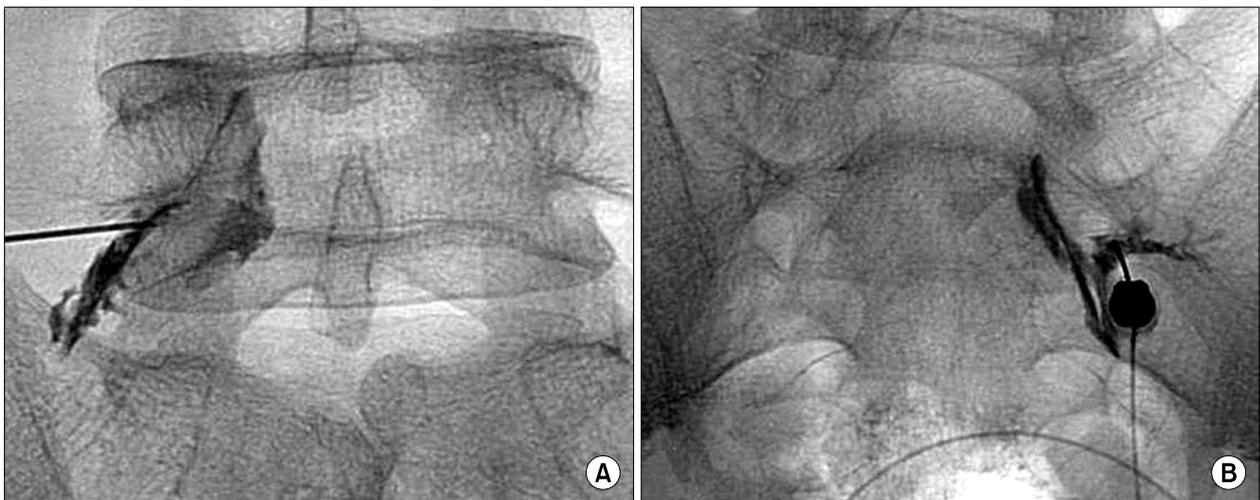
(A) Anteroposterior radiograph with contrast material within the right L5 sleeve, (B) Anteroposterior radiograph with contrast material within the right S1 sleeve.
